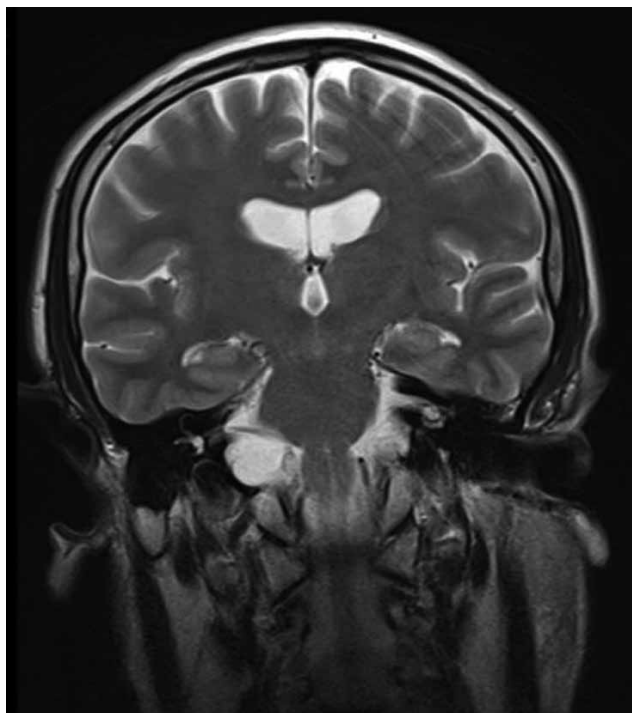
A coronal T2 weighted MRI image of a hyperintense lesion at the right pons and bulbous.
